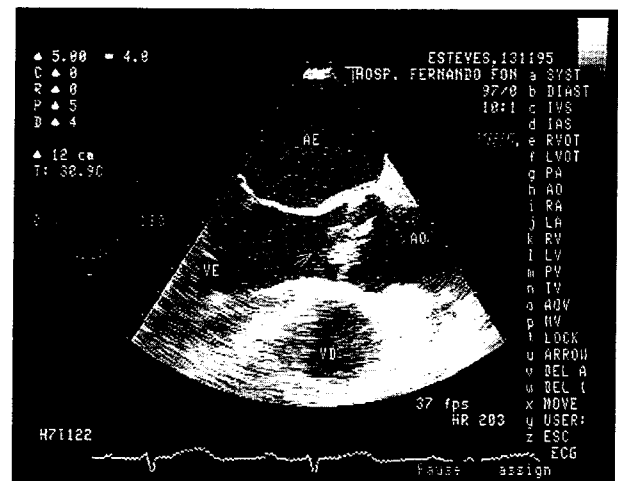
Ecocardiograma transesofágico, efectuado com sonda multiplanar, plano 117°, revelando os mesmos aspectos descritos na Figura 1.
